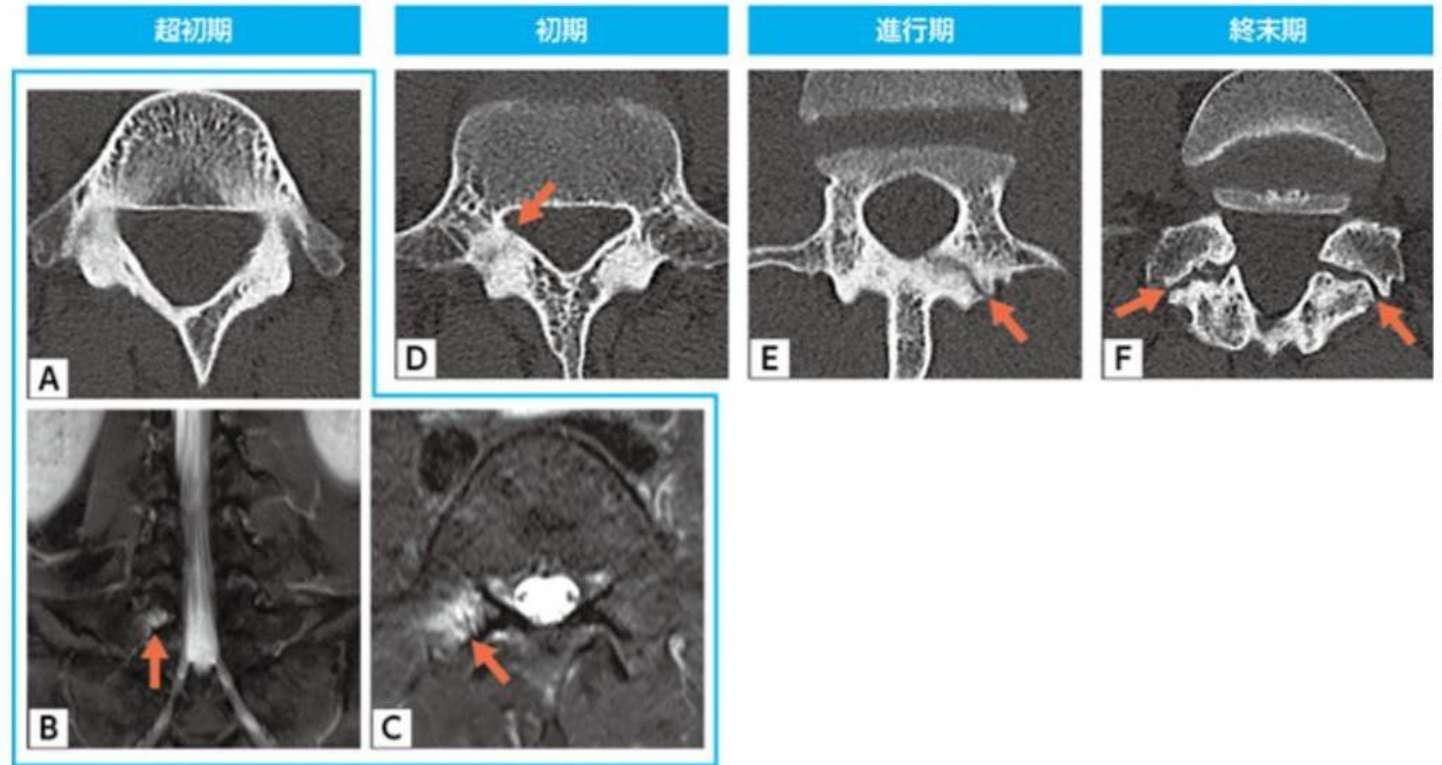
CTとMRI所見を合わせた分離症病期分類
